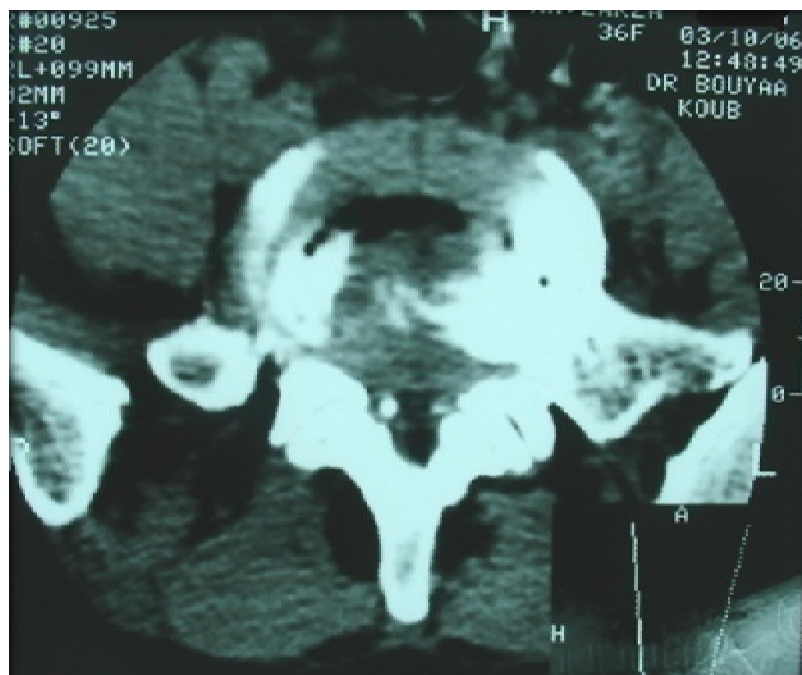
Coupe axiale d'une TDM lombaire en fenêtre parenchymateuse montrant un aspect une hernie discale médiane associée à de petites calcifications des ligaments jaunes et une arthrose inter-apophysaire postérieure.
